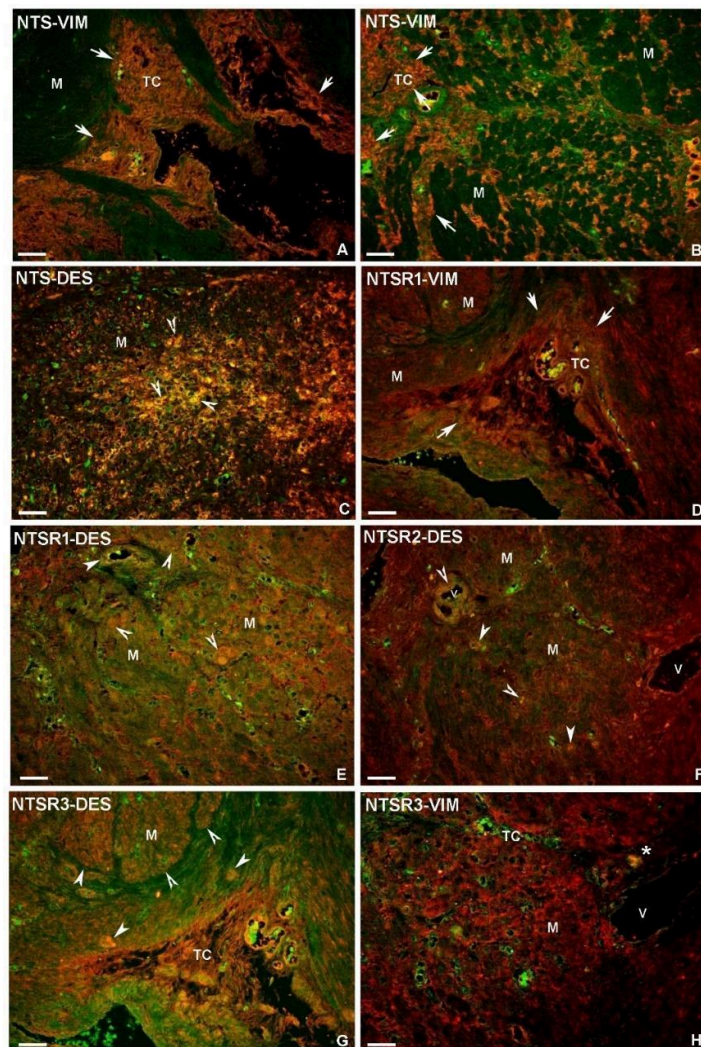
Caracterización de las poblaciones celulares NST-ir y NTSRs-ir. Técnica de doble marcaje inmunofluorescente: NTS y NTSRs (marcaje en rojo) desmina (DES) y vimentina (VIM) (marcaje en verde). Imágenes representativas de miometrio y leiomioma de pacientes control que muestran la presencia de doble marcaje NTS-ir, NTSR1-ir, NTSR2-ir y NTSR3-ir con desmina y con vimentina. En la imagen A que corresponde a miometrio, las flechas blancas señalan una zona correspondiente al tejido conjuntivo doblemente marcada mientras que el resto de las imágenes corresponden a leiomioma. En ellas se señalan con flechas las zonas doblemente marcadas correspondientes al tejido conjuntivo, mientras que las células musculares doblemente marcadas con DES o VIM se señalan con puntas de flecha. M: músculo liso; TC: tejido conjuntivo; v: vaso sanguíneo. Barra de escala: (A-H) 70µm.
